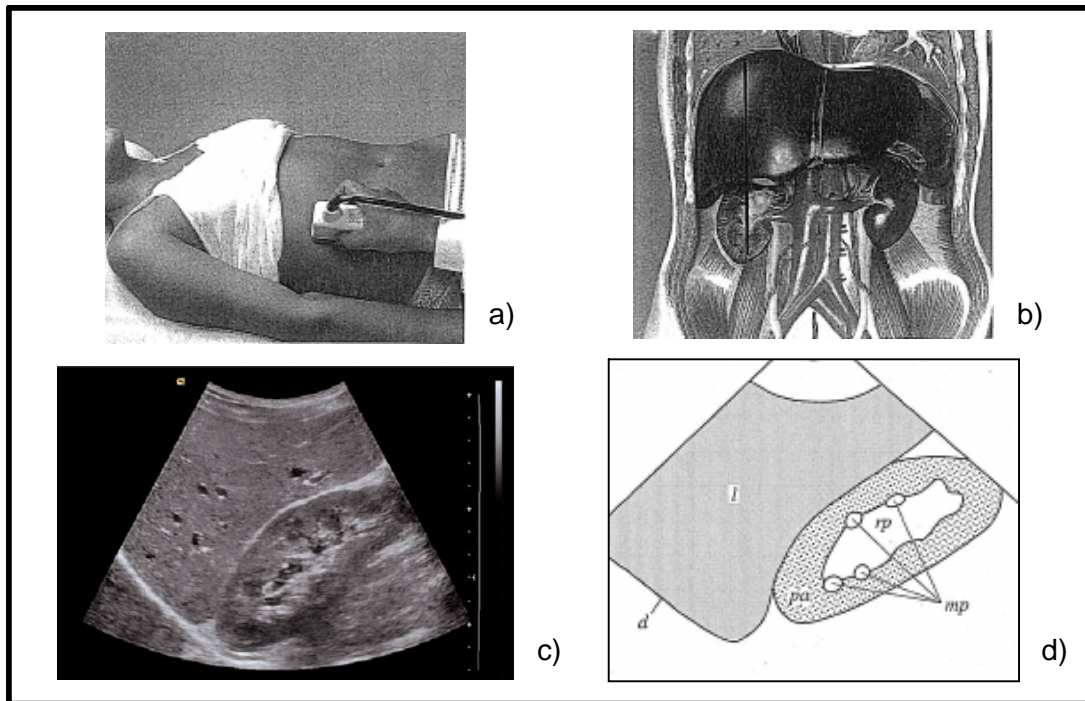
Aquisição da imagem de ultra-sons: a) posicionamento da sonda para aquisição de imagem; b) representação anatómica do corte efectuado pela sonda; c) imagem de ecografia obtida; d) representação esquemática da imagem visualizada: fígado (*l*), diafragma (*d*), pélvis renal (*rp*), pirâmides medulares (*mp*), parênquima (*pa*) [3].
